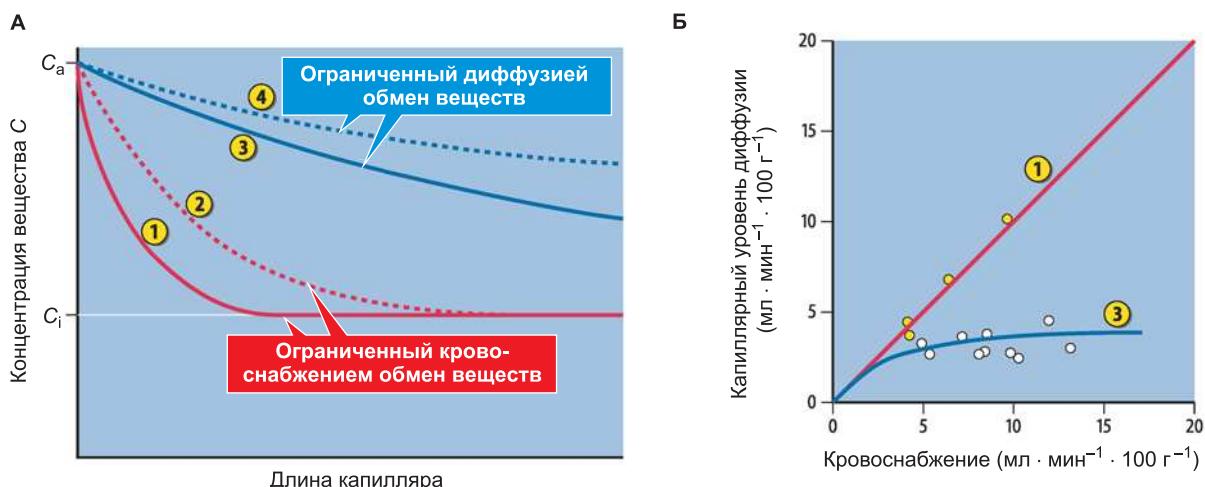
Концентрация в плазме веществ, способных к диффузии при прохождении по капиллярам (А), а также соотношение между кровоснабжением и интенсивностью обмена в капиллярах (Б). А. При высокой проницаемости стенки капилляров для вещества равновесие его концентрации в плазме и в межклеточном пространстве достигается в конце капилляра (1). При увеличении кровоснабжения в обмене также принимает участие дистальный отдел капилляра (2): степень кровоснабжения определяет интенсивность транспорта веществ (обмен, ограниченный кровоснабжением). Если же стенка капилляра, напротив, слабо проницаема для вещества, то его концентрация в конце капилляра не находится в равновесии с концентрацией в межклеточном пространстве (3). Усиление кровоснабжения ограничивает время диффузии, так что транспорт вещества в ткань уменьшается, а его венозная концентрация повышается (4). Таким образом, эффект усиления кровоснабжения отменяется, а уровень диффузии в капиллярах остается в значительной степени неизменным (обмен, ограниченный диффузией). C_a — концентрация в начале капилляра; C_i — концентрация в межклеточном пространстве. Б. Отношение между кровоснабжением и уровнем капиллярной диффузии для ограниченного кровоснабжения и диффузии транспорта веществ при нормальном сосудистом тонусе в скелетной мускулатуре
